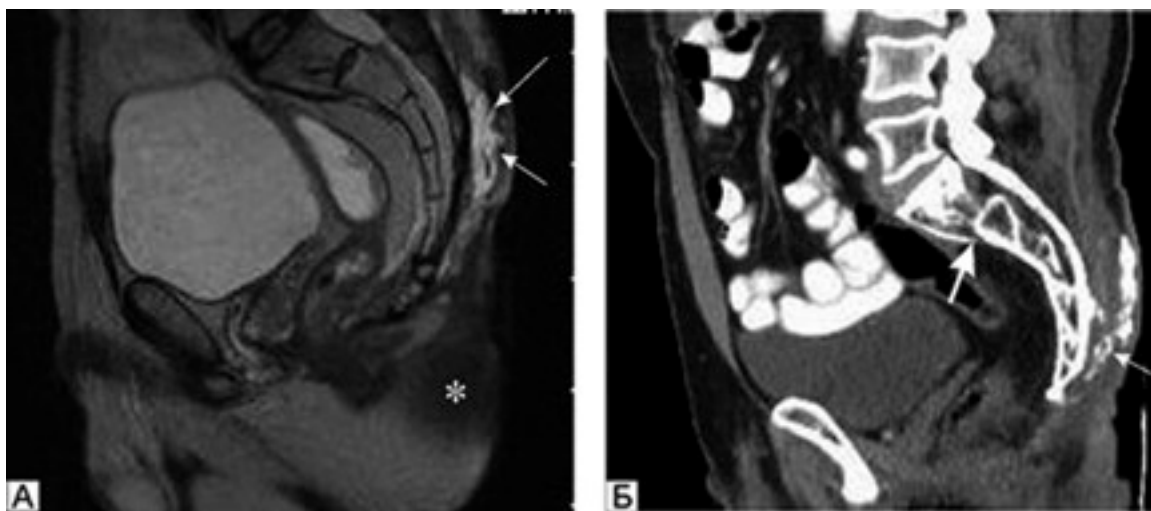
МРТ і КТ зображення крижово-куприкової зони хворого К. в сагітальній проекції. А. МРТ-скан: ущільнення шкіри, підшкірної клітковини і сідничних м'язів (*), наявність гною в підшкірній клітковині над крижем (стрілки). Б. КТ-скан з контрастуванням нориці: виявляється деструкція I крижового хребця (велика стрілка), часткова резорбція кісткової маси тіл II і III хребців; нориця досягає куприка (мала стрілка)
